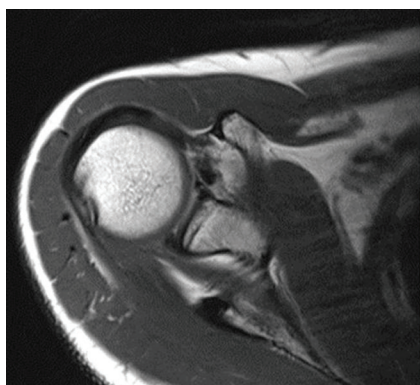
Определение выраженности дефекта с помощью МРТ-исследования плечевого сустава: а – Hill-Sachs 1 ст.; б – Hill-Sachs 2 ст.; в – Hill-Sachs 3 ст.
